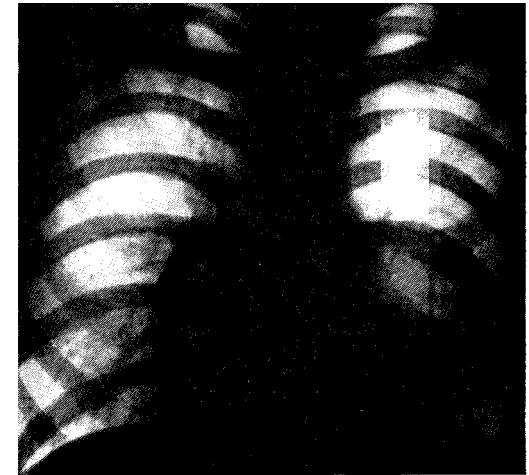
Рентгенограмма больного П. Множественные переломы ребер, ушиб легкого, гемопневмоторакс слева
